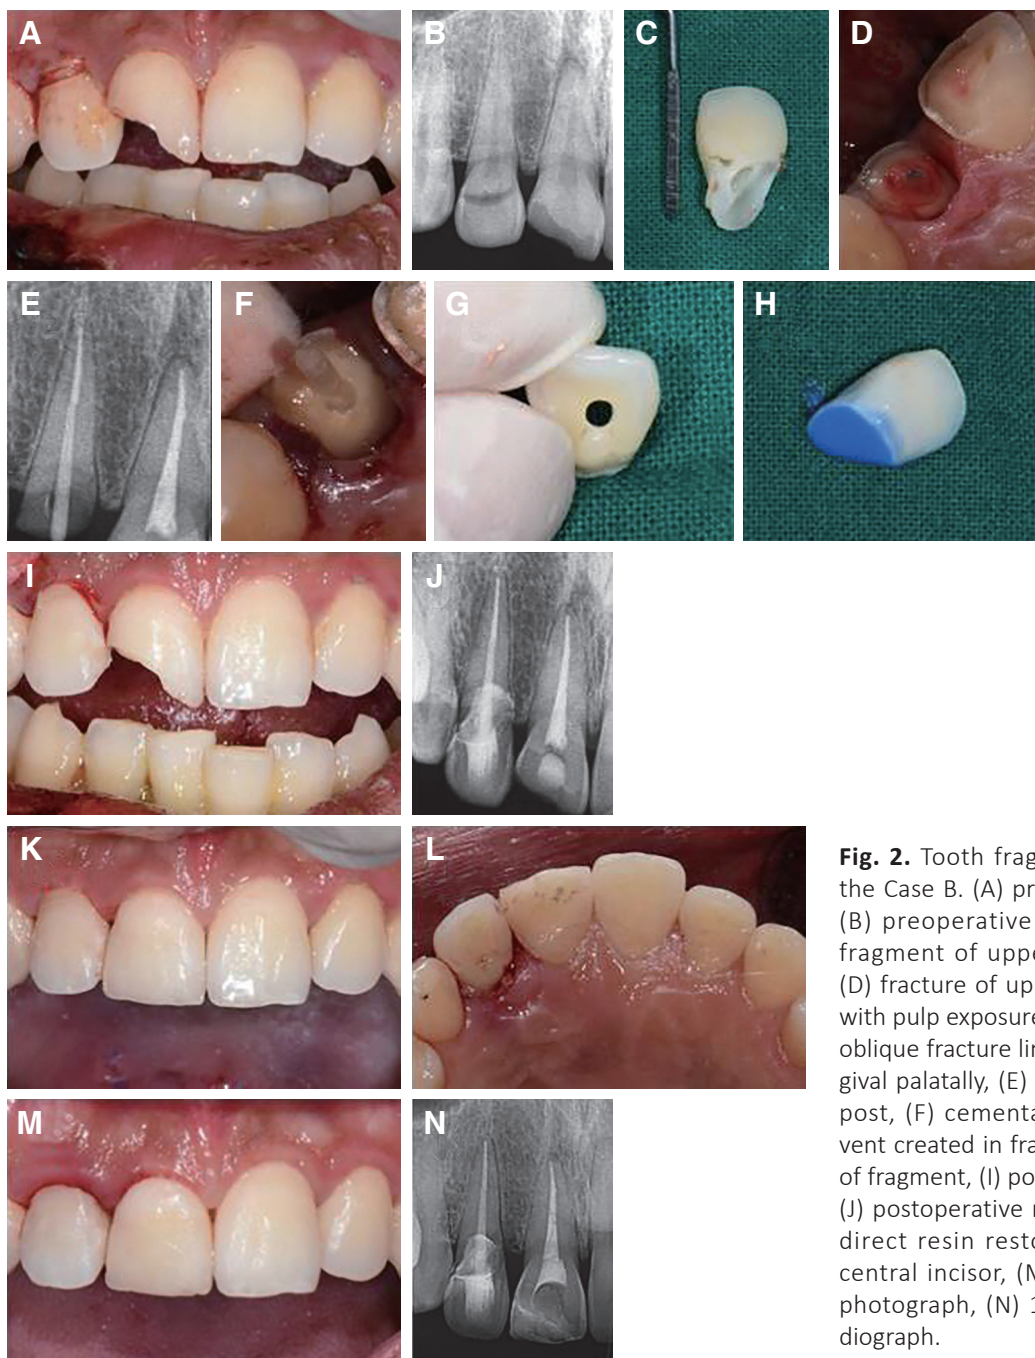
Tooth fragment reattachment of the Case B. (A) preoperative photograph, (B) preoperative radiograph, (C) tooth fragment of upper right lateral incisor, (D) fracture of upper right central incisor with pulp exposure and lateral incisor with oblique fracture line from labial to subgingival palatally, (E) checking the fit of fiber post, (F) cementation of fiber post, (G) vent created in fragment, (H) acid etching of fragment, (I) postoperative photograph, (J) postoperative radiograph (K), (L) after direct resin restoration of upper right central incisor, (M) 10-month follow-up photograph, (N) 10-month follow-up radiograph.
